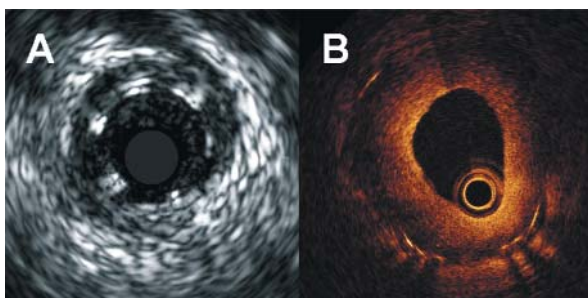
Stent uwalniający sirolimus w 36 miesięcy po implantacji do gałęzi przedniej zstępującej. A – ultrasonografia wewnątrznaczyniowa; B – koherentna tomografia optyczna. Widoczna cienka warstwa neointymy pokrywająca elementy konstrukcyjne stentu oraz elementy niepokryte warstwą neointymy
